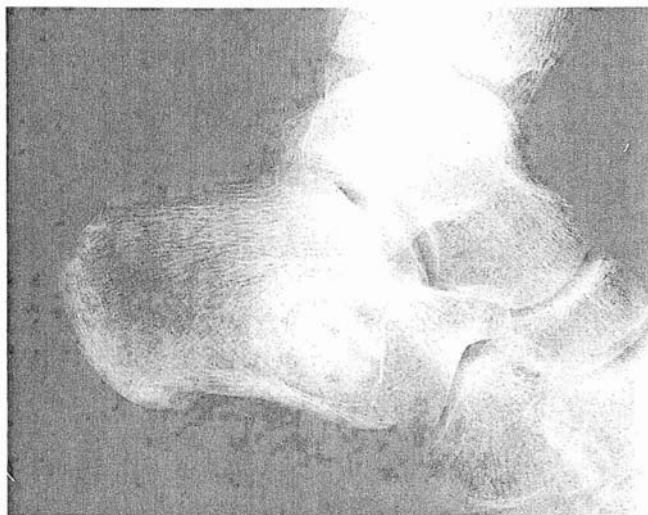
Radiografía lateral de tobillo a los cinco meses de la intervención.
